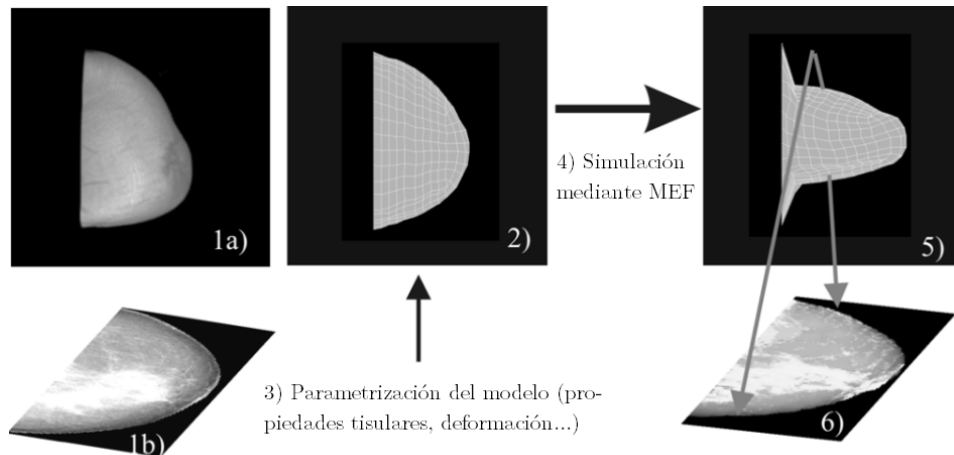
Estrategia de registro de imágenes con apoyo del MEF. Tomografías RM (1a) y mamograma (1b). 2) Malla de elementos finitos. 3) Definición del modelo. 4) Simulación mediante MEF. 5) Deformada del modelo. 6) Proyección de la imagen RM de la mama deformada sobre la del modelo.
